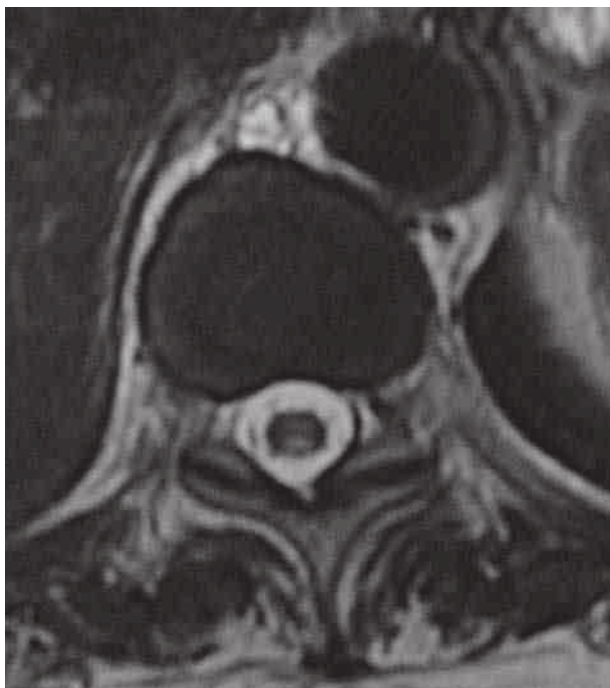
Resonancia magnética de columna dorsolumbar, que muestra área de hiperseñal en cordón posterior.
